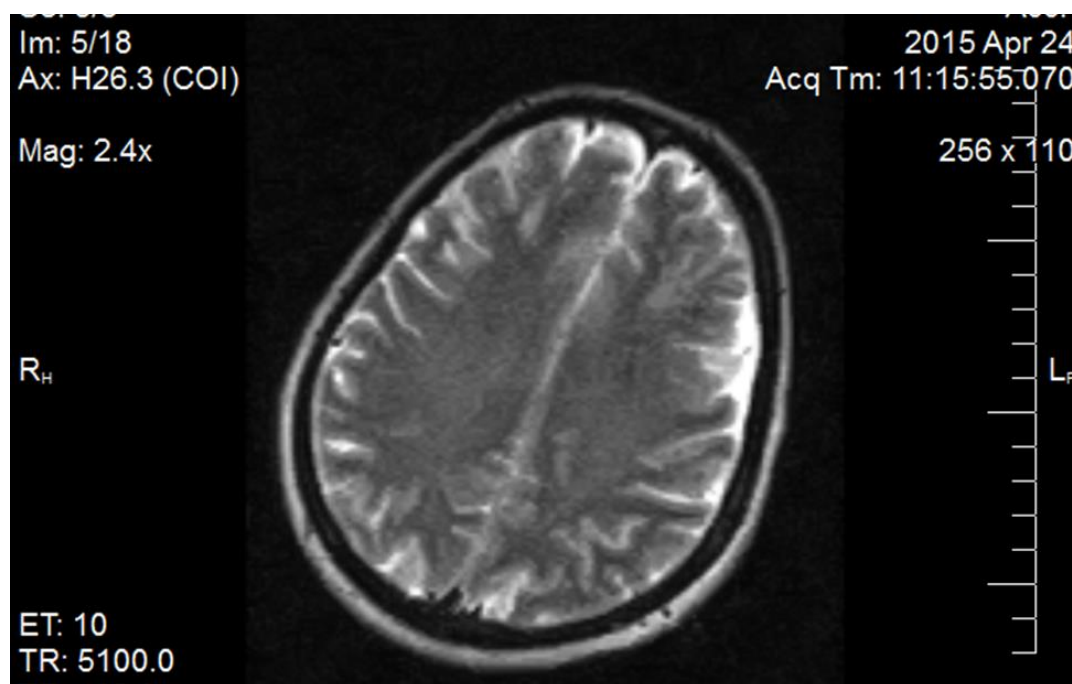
МРТ головного мозга от 24.04.2015 больной Р.
